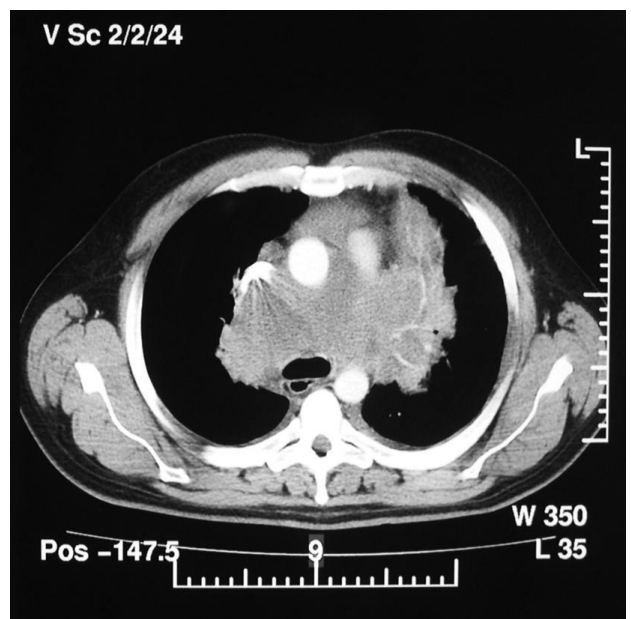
Рентгенограмма и КТ больного мелкоклочеточным раком легкого, осложненным СВПВ
